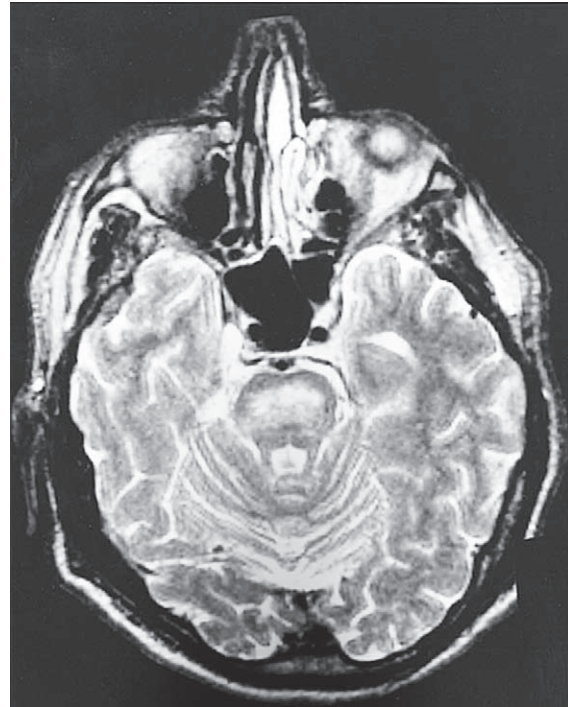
MRI en T2 que muestra la lesión típica de la mielínolisis pontina central en un paciente alcohólico.
